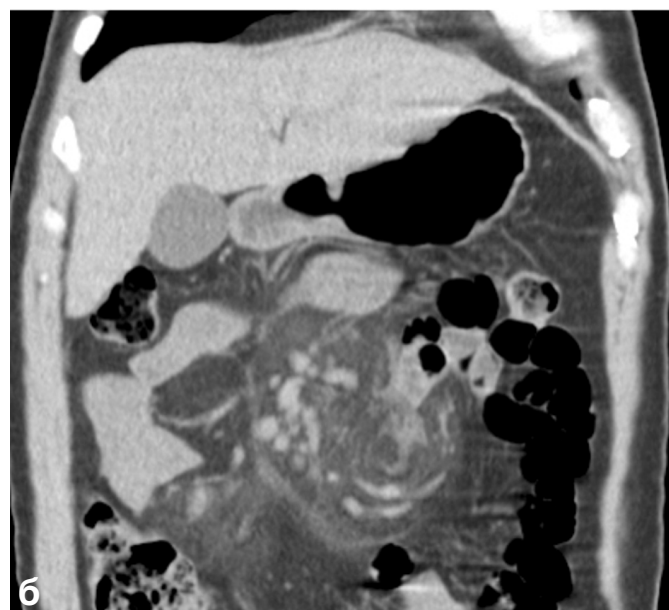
Склерозирующий мезентерит с преимущественно воспалительными изменениями брыжейки. Компьютерная томограмма (а) и фронтальная реконструкция (б) абдоминальной области у пациента Ч., 68 лет. Выраженное повышение плотности жировой клетчатки брыжейки (симптом «мутной брыжейки») с сохраненной плотностью жира вокруг сосудов (симптом «жирового кольца»). Частично прослеживается псевдокапула.
